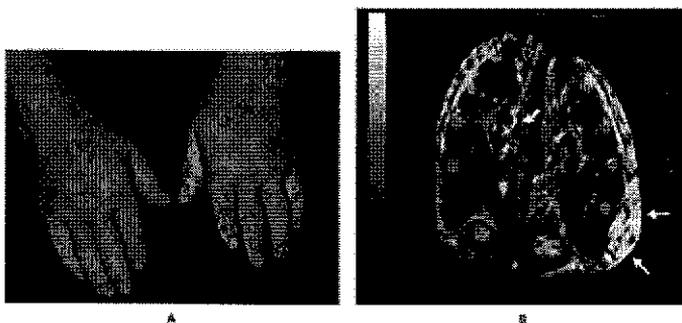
Se muestran las manos de un paciente con PMR. El cuadro A muestra edema difuso y bilateral de las manos y dedos. El cuadro B muestra una imagen de RM ponderada en T2 a nivel de la parte media de las palmas con edema subcutáneo en el dorso (flechas) y en las vainas sinoviales (las otras flechas) (N Engl J Med 2002; 347:265).
